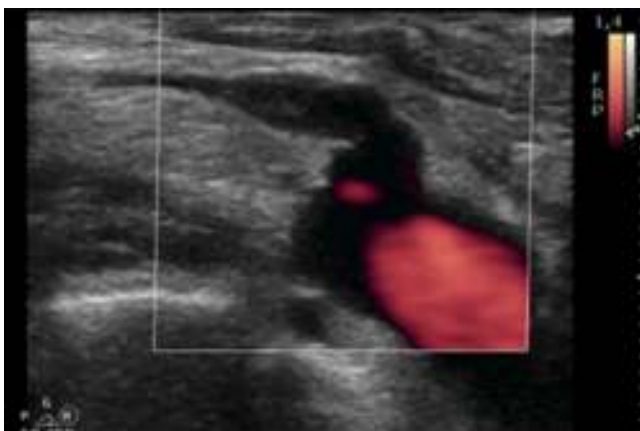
Eco-Doppler: conducto torácico terminal obstruido.
